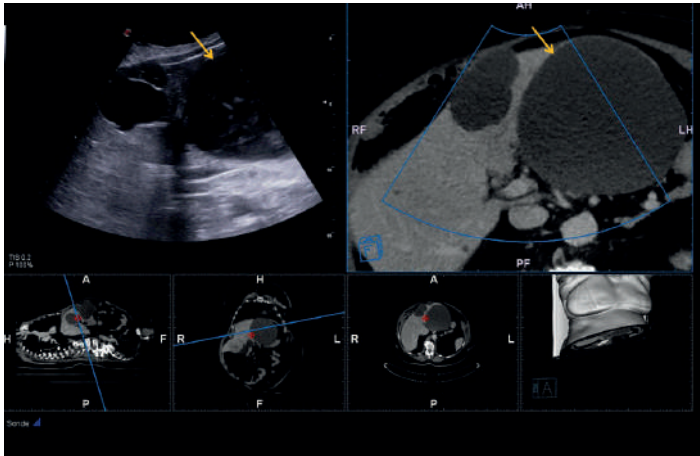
Совмещение и расположение рядом на экране УЗИ изображения в В-режиме и КТ изображения. Пациент был направлен на УЗИ в связи с увеличенным объемом кисты в печени на КТ изображении. УЗИ изображение кисты в В-режиме показывает множественные неоднородные перегородки (желтая стрелка). С помощью совмещения изображений кисту с множественными перегородками и утолщенными стенками можно легко обнаружить на УЗИ изображении (желтая стрелка), в отличии от КТ изображения.
